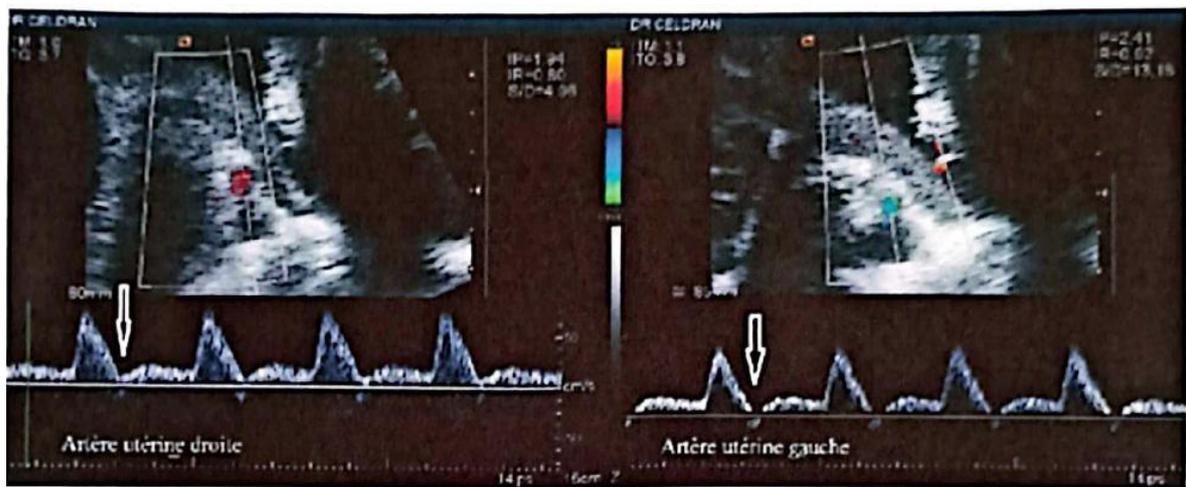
Doppler de l'artère utérine d'une patiente avec prééclampsie montrant le Notch Proto diastolique
